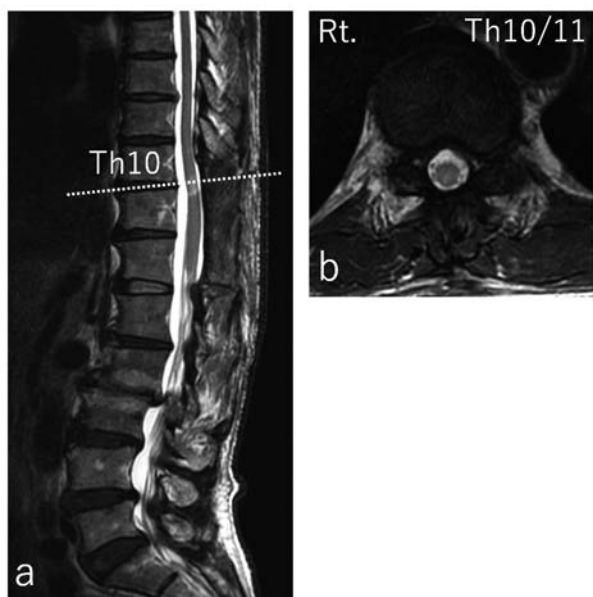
術後のMagnetic Resonance Imaging画像所見
